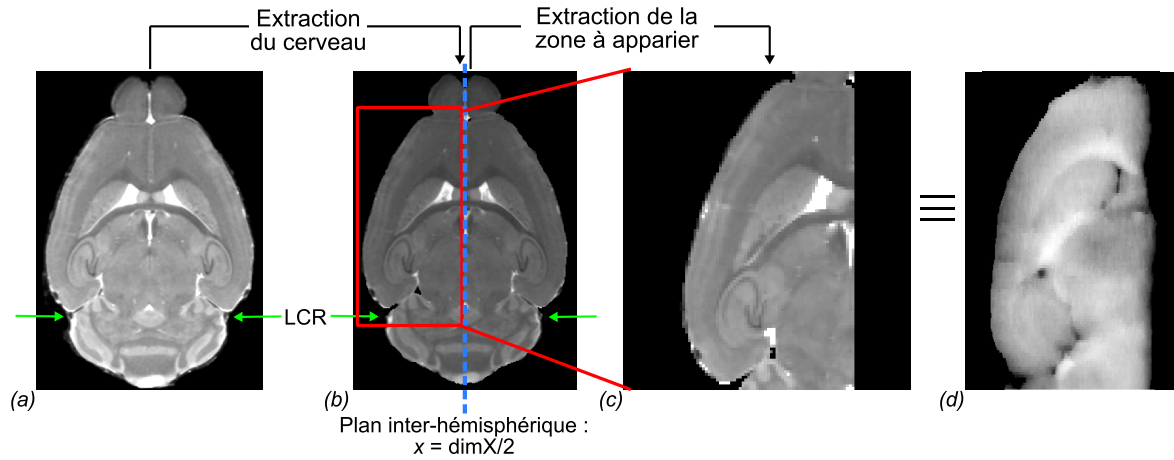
Vue axiale de l'IRM pondérée en T1 avant (a) et après (b) extraction des fluides cérébraux restants (liquide céphalo-rachidien (LCR) pointé par les flèches vertes). Extraction automatique de l'hémisphère à considérer grâce au plan inter-hémisphérique situé à $x = \text{dimX}/2$ (ligne bleue pointillée sur (b)). Extraction interactive de la zone à apparier (cadre rouge sur (b)). Le champ de vue final (c) est similaire à celui des nos images expérimentales ((d), vue axiale d'un volume photographique de notre base de données).
